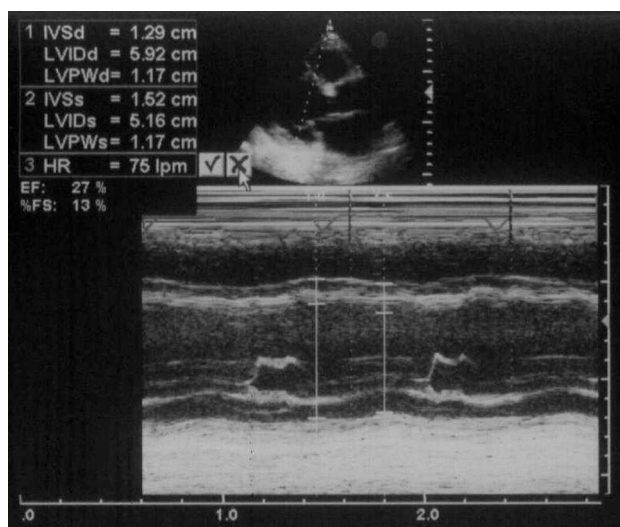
Ecocardiograma bidimensional inicial con diámetros ventriculares altos e hipocinesia generalizada del ventrículo izquierdo.
